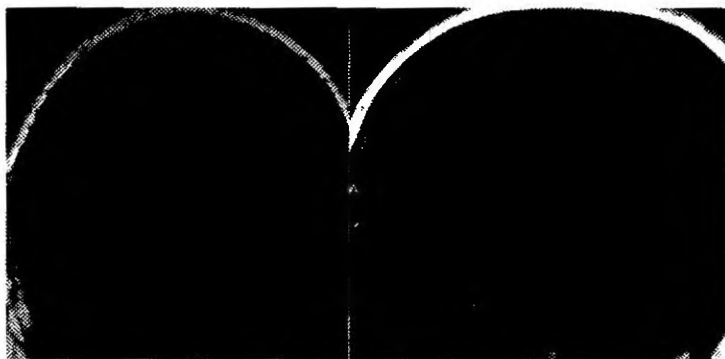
Магнитно-резонансная томография пациента с микрокортикотропиномой без контрастного усиления.
